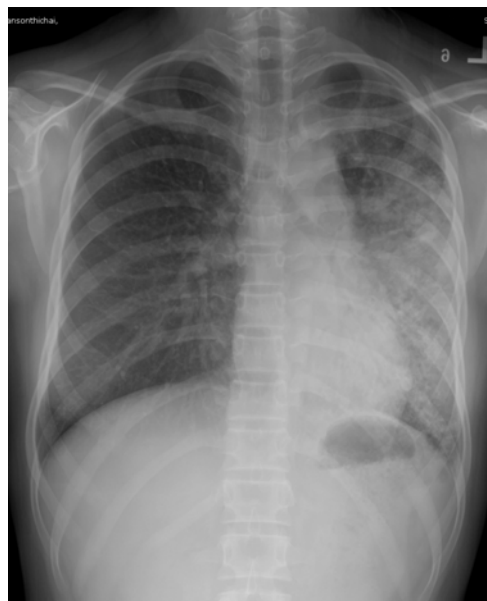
Chest radiography following anti-TB therapy for 2 months showed decrease of consolidation of left hemithorax and markedly resolved infiltration at right lung
